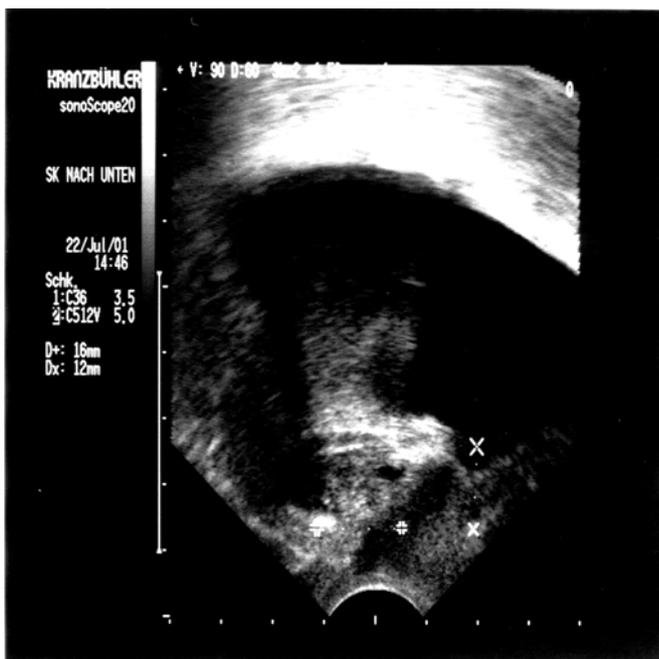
Introitussonographie bei zu flacher Scannerpositionierung am Introitus vaginae.
